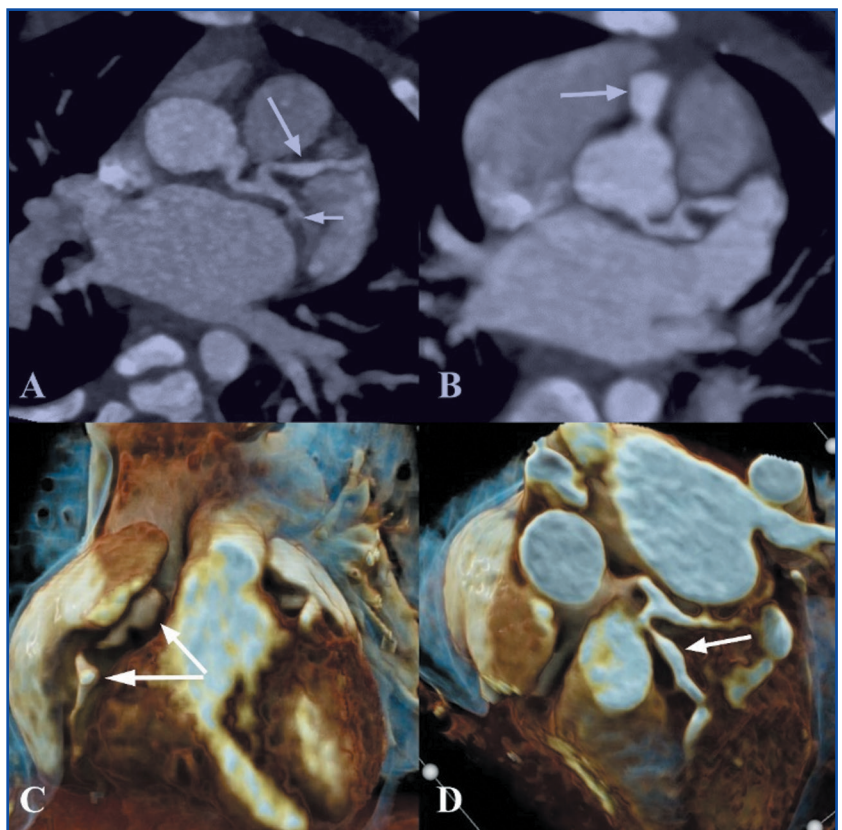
КТ-коронарографія. На аксіальному MIP-зображенні серця (А) визначається нерівномірне розширення передньої низхідної артерії (довга стрілка) та огинаючої артерії (коротка стрілка) в проксимальних відділах. На аксіальному MIP-зображенні серця (В) візуалізується гігантська аневризма правої коронарної артерії в проксимальних відділах (довга стрілка). Фронтальне VRT зображення (С) — множинні аневризми правої коронарної артерії в проксимальних та середніх відділах. VRT зображення, вид зверху (D) — аневризма передньої низхідної артерії. Тромбів у просвіті коронарних артерій не виявлено
